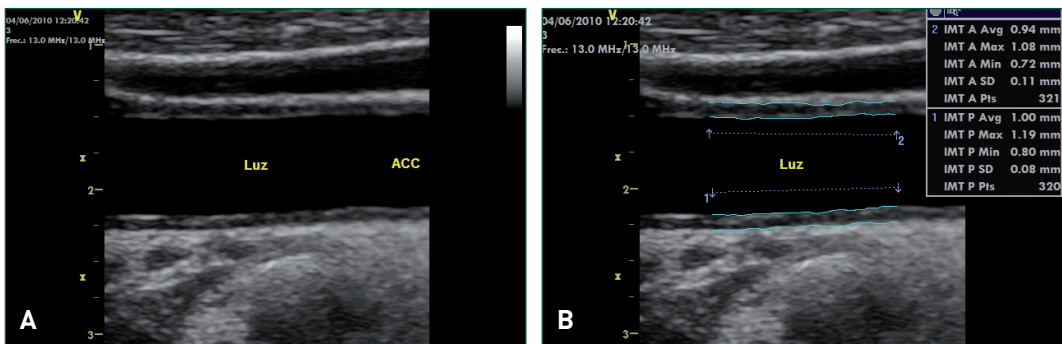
Imagen mediante ecografía en modo B. A) Corte longitudinal de arteria carótida común (ACC). B) Se aprecia el grosor íntima-media (IMT) en pared distal (1) y proximal (2). El sistema automático proporciona el valor medio (Avg), máximo (Max) y mínimo (Min).
